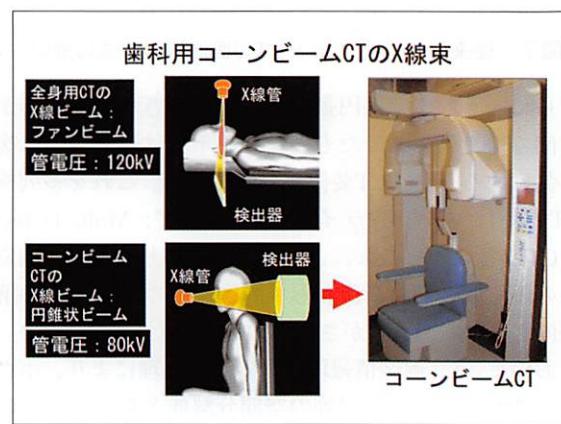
歯科用コーンビームCTの特徴と機器の一例。
